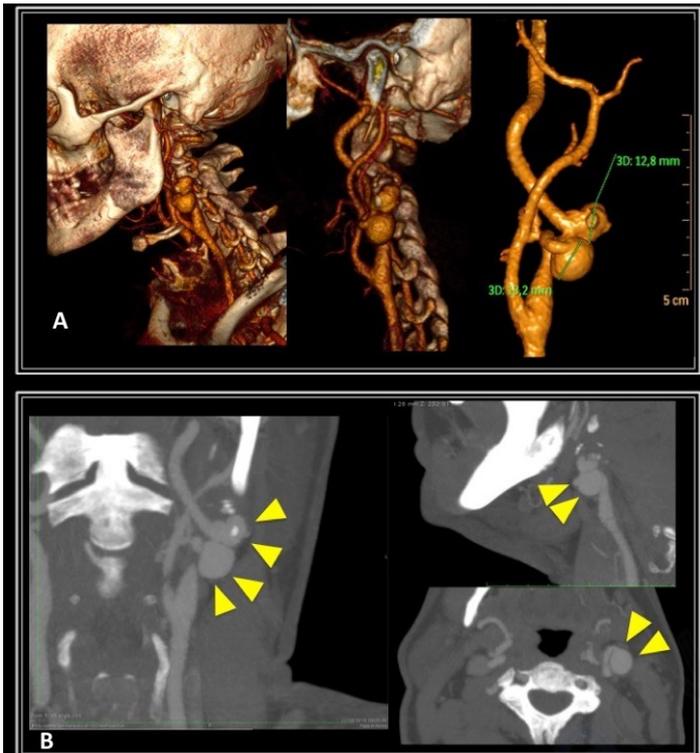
A. Angio-TAC prequirúrgico: reconstrucción. B. Las flechas amarillas señalan aneurisma ACI.
